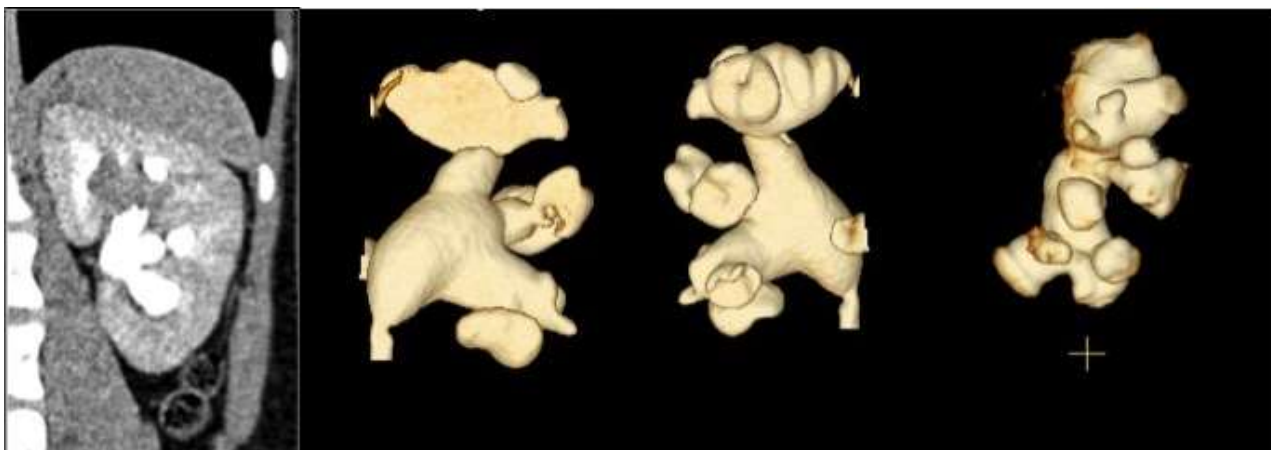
КТ скан и вид 3D модели ЧЛС почки спереди, сзади и сбоку
